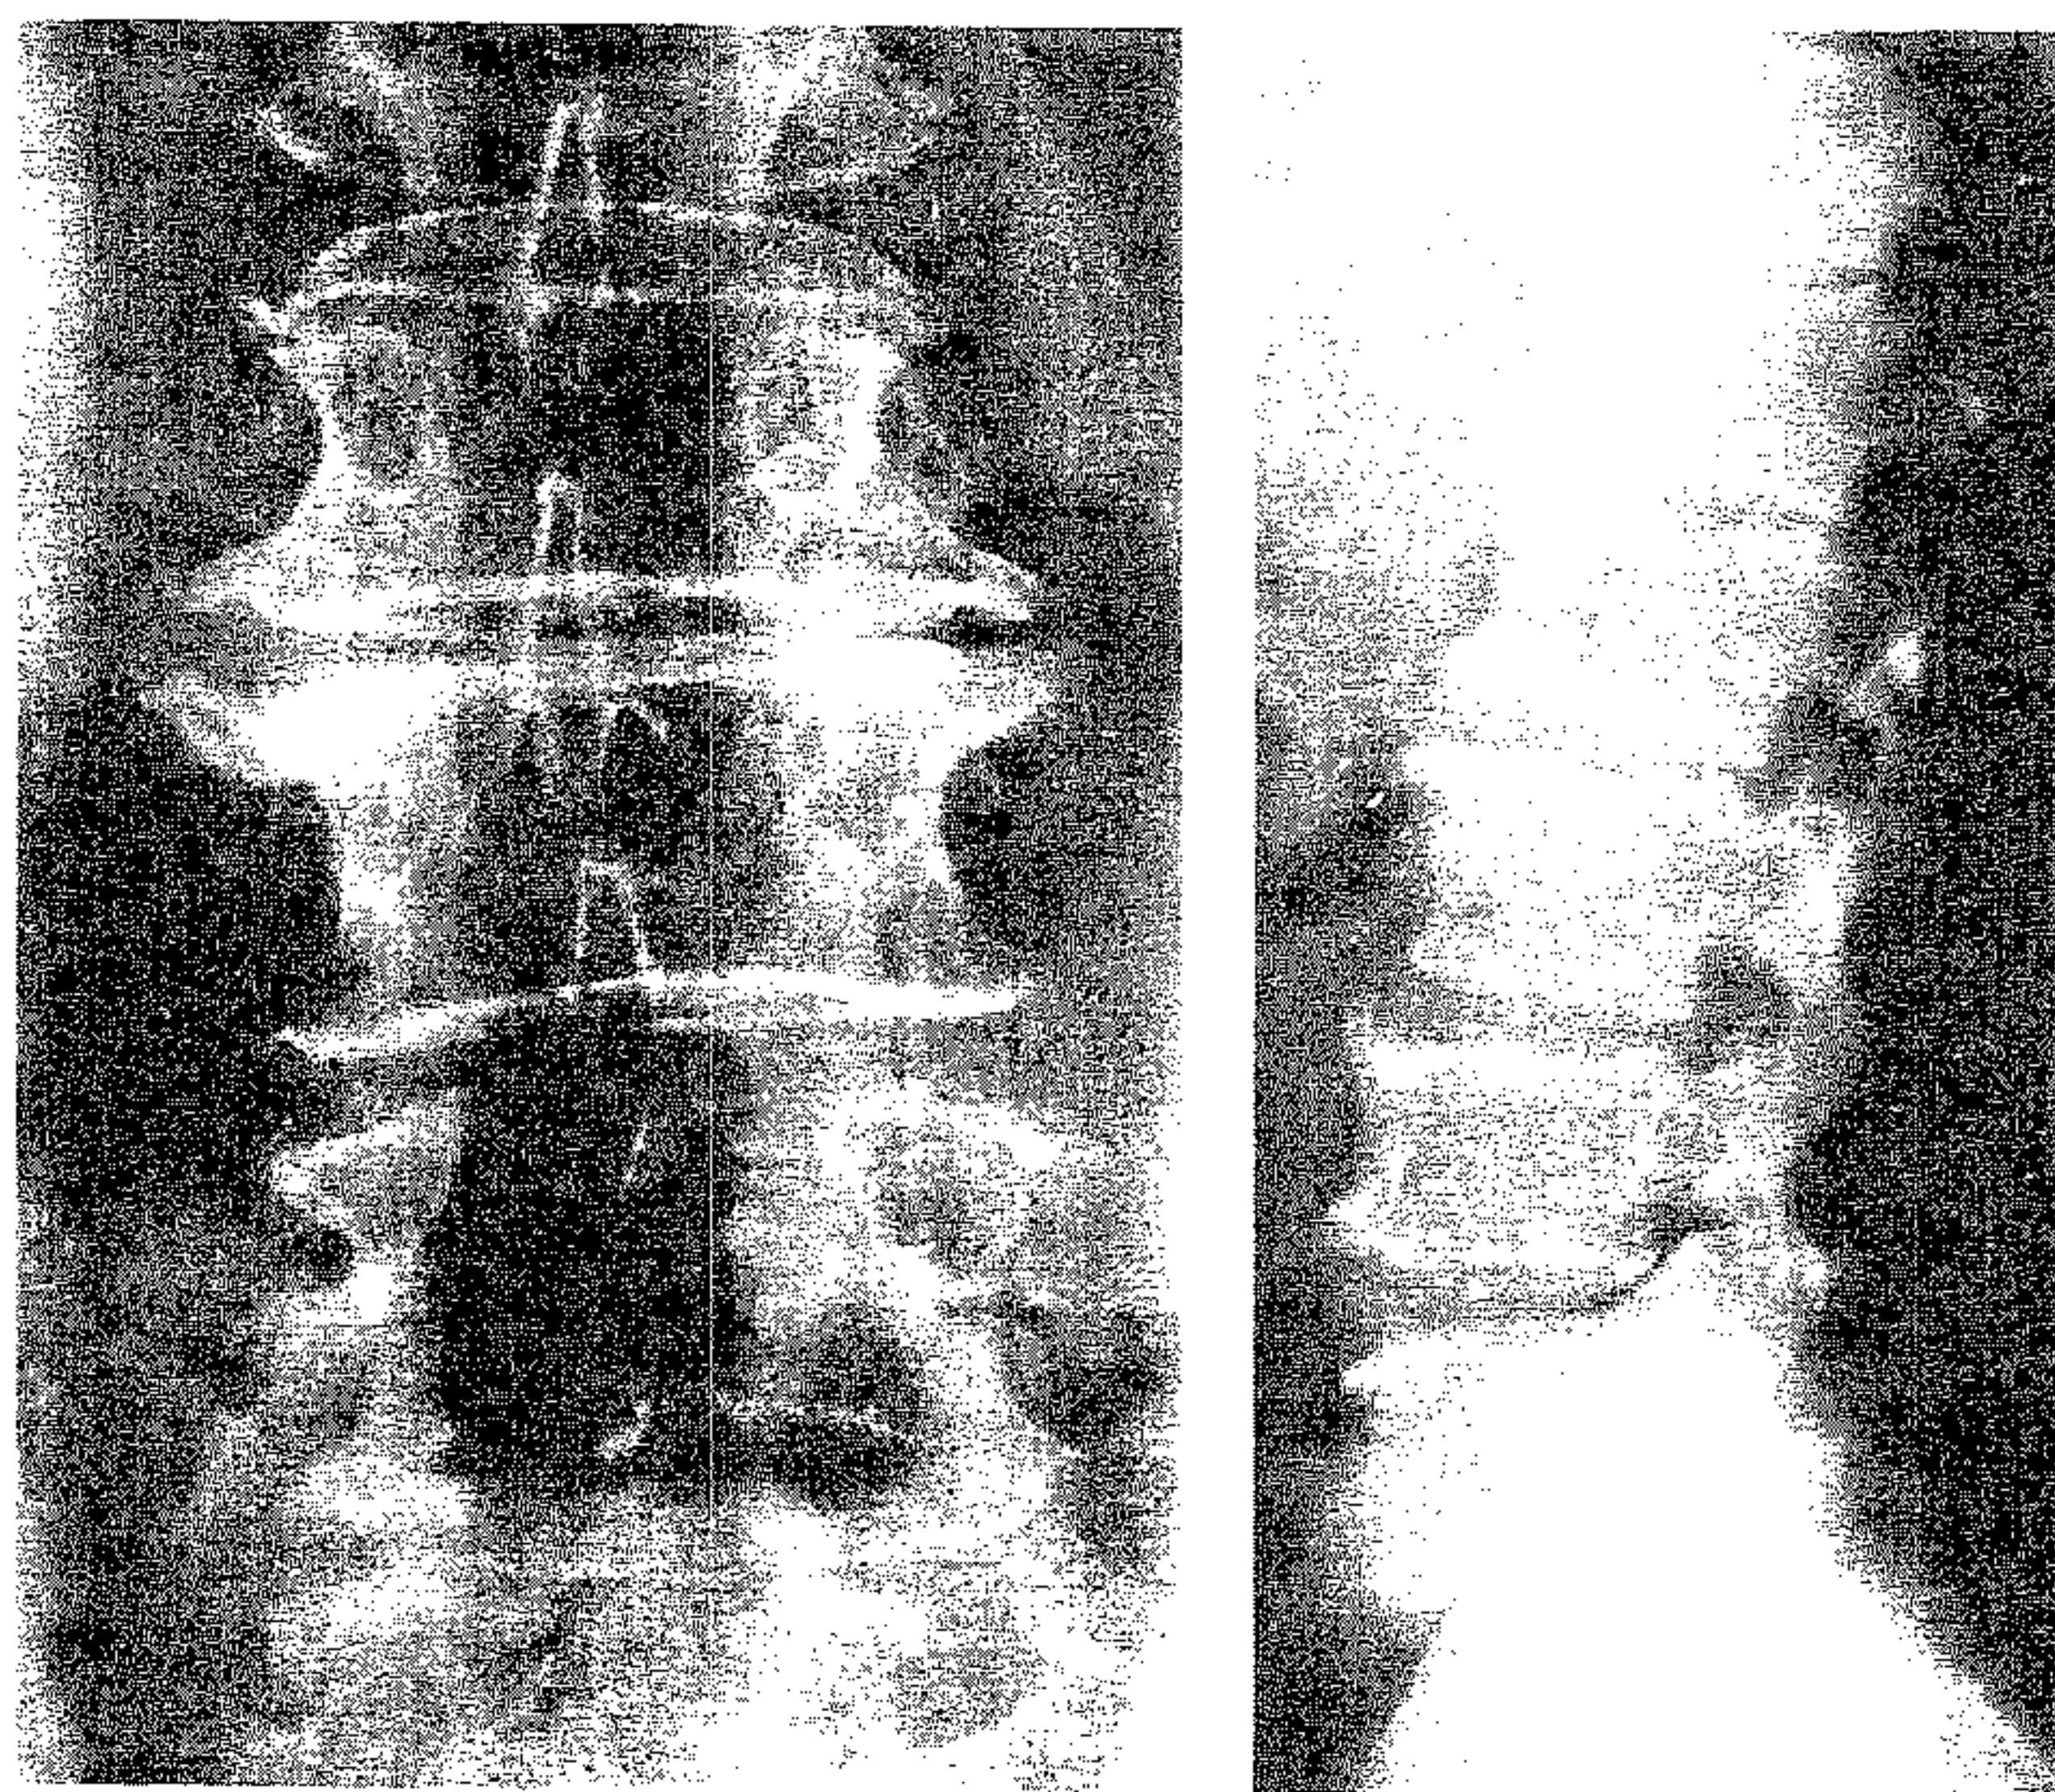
Radiografie simplă de față și profil la un pacient cu simptomatologie clinică de SCVL. De remarcat modificările degenerative osoase extreme.
